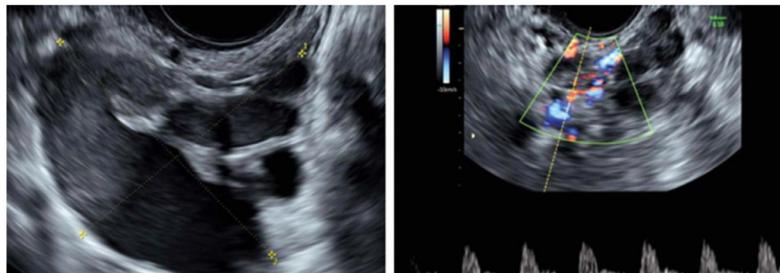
Imagens ultrasonográficas de endometriose de salpinge mostrando um tubo dilatado com paredes espessas e septos incompletos e conteúdo líquido denso.²⁵
